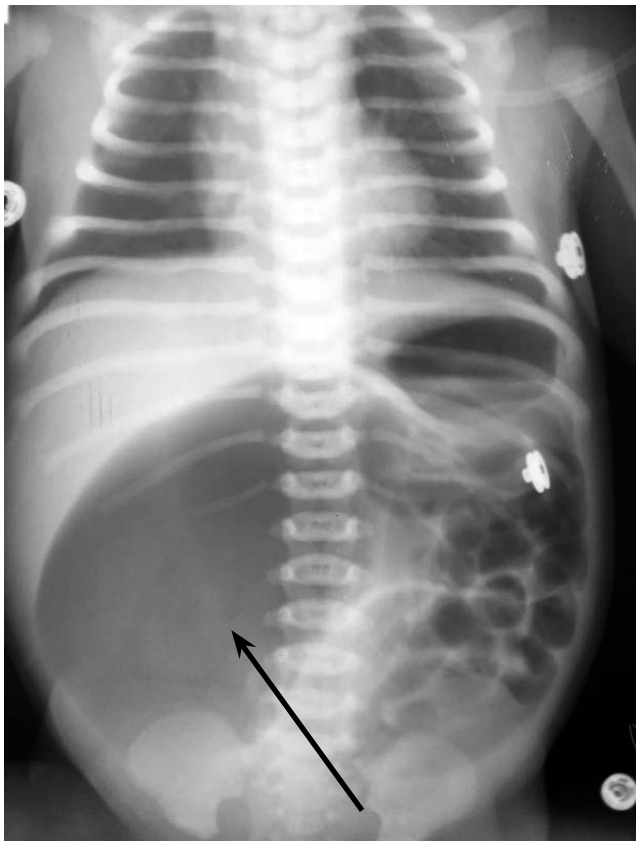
Оглядова рентгенограма живота новонародженої дитини. Стрілкою показано великий газовий міхур дилатованої товстої кишки. Переповнені газом петлі кишок розташовані ліворуч
